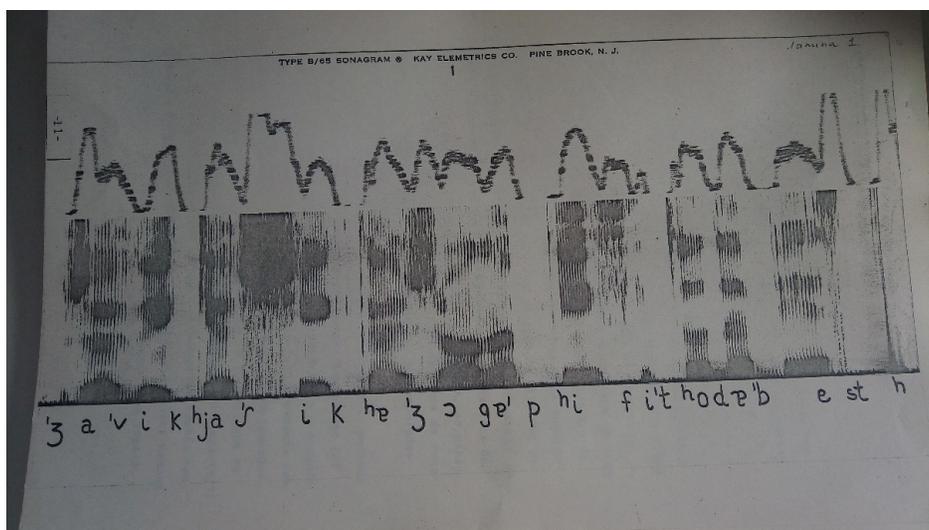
Sonograma de “Já vi que a Chica joga pife toda best(a)”.
